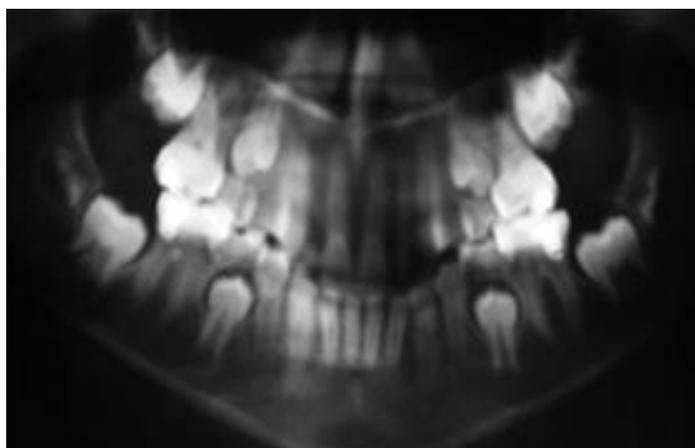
Radiografia panorâmica mostrando retenção prolongada dos segundos molares inferiores decíduos (elementos 75 e 85) em decorrência do padrão de reabsorção irregular de suas raízes.
